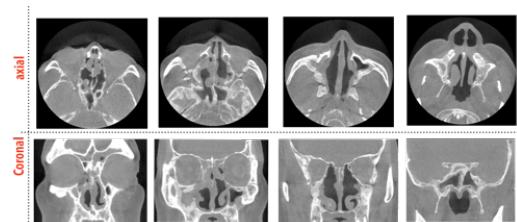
CT データ例(ECRS 患者)
